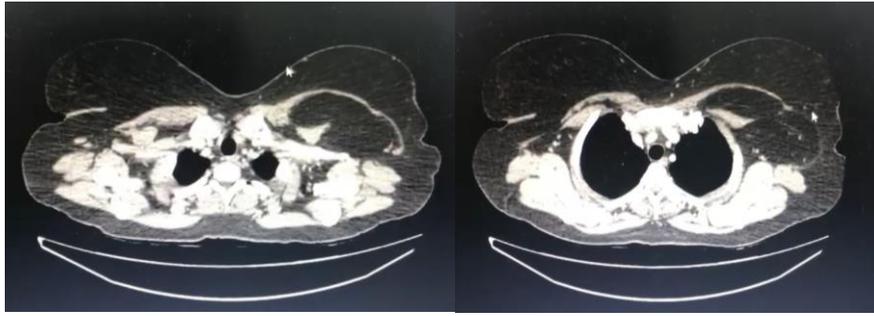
Tomografía computada de tórax corte axial que evidencia masa de pared torácica izquierda.
